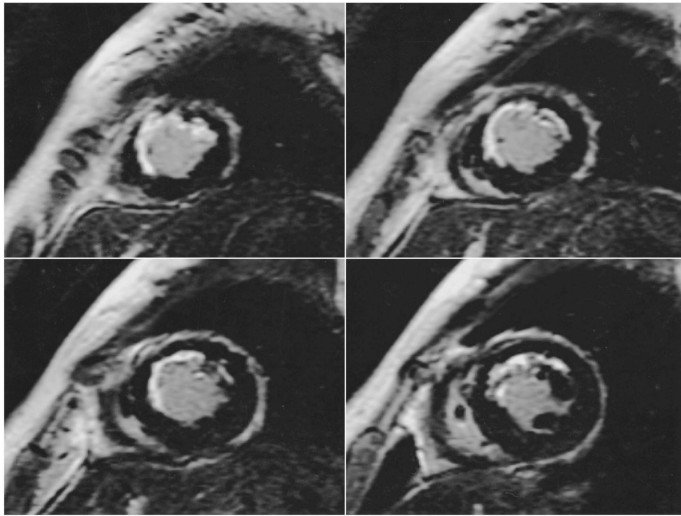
Inversion recovery prepared breath-hold MR images acquired 20 min after administration of Gd-DTPA in a patient with anterior myocardial infarction. Subendocardial infarction is clearly delineated as hyper-enhanced lesion in the anteroseptal wall of the left ventricle.
